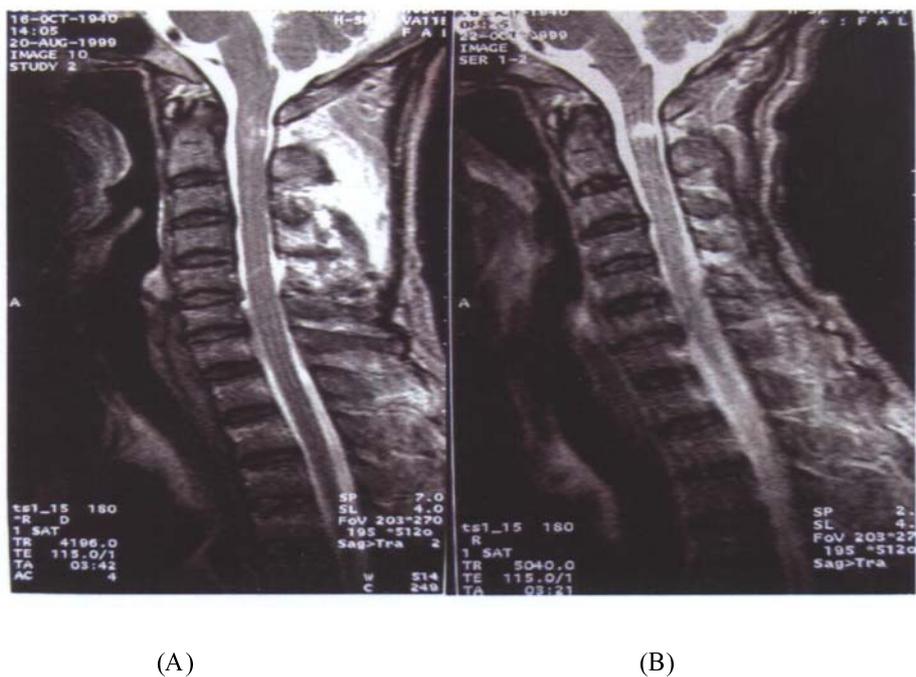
A：MRI 影像 T2WI 顯示頸椎第二及第五節脊髓挫傷。B：MRI 影像追蹤檢查 T2WI，第 2 頸椎脊髓有高顯像訊號的小空洞。
